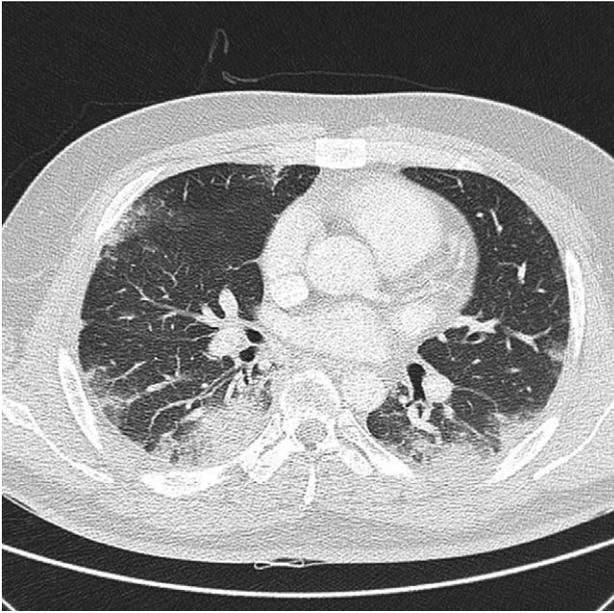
Computed tomography: multiple wedge shaped ill-defined ground glass opacities and consolidations are visible in both lung fields with small amount of bilateral pleural effusion.
